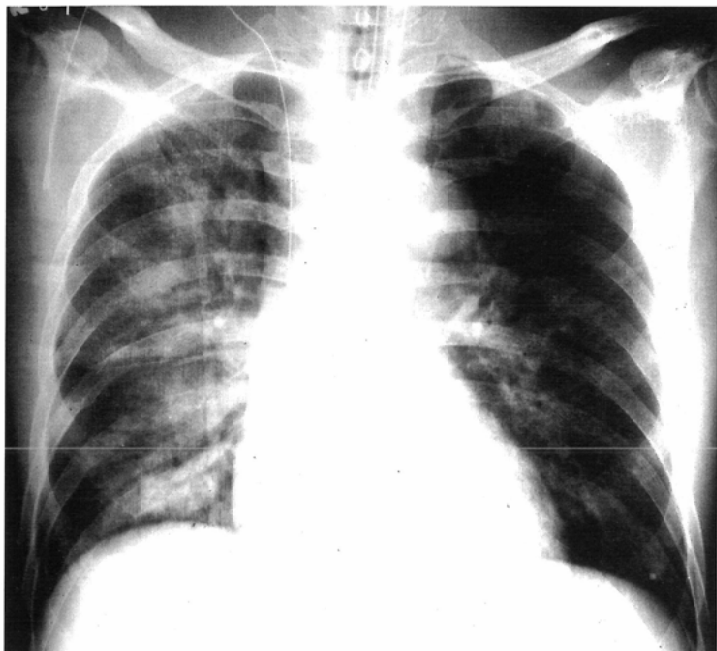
A 26-year-old man. Chest X-ray film obtained 7 days after the ingestion of paraquat. Air space consolidation is identified in the central to intermediate region of the bilateral lung fields, predominantly in the right lung. Vascular pedicle width shows some widening as a result of renal failure caused by paraquat.
